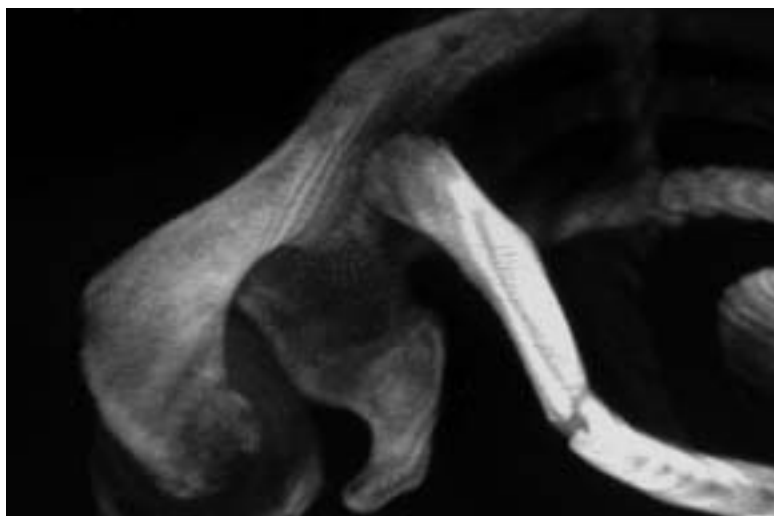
Imagen de TAC con reconstrucción tridimensional que muestra la luxación acromioclavicular con desplazamiento posterior junto con la fractura de tercio medio de clavícula.
